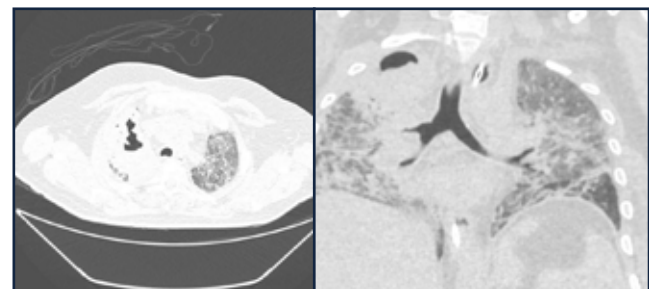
Tomografia de tórax em cortes axial e coronal demonstrando pneumonia necrotizante.
